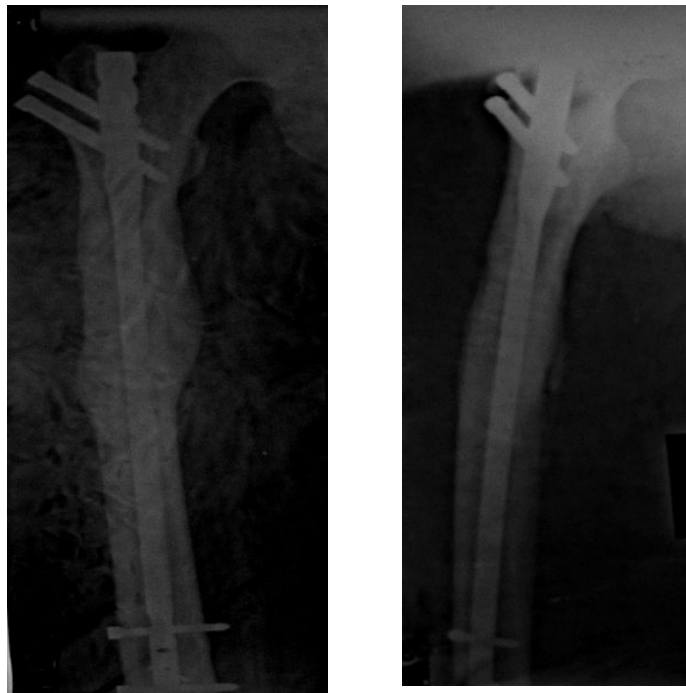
Фотовідбиток рентгенограм пацієнта М., 32 роки через 170 днів після травми – повна консолідація перелому.
